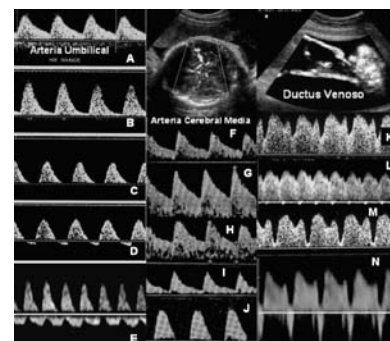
Deterioro hemodinámico del feto por ultrasonografía Doppler de la arteria umbilical, la arteria cerebral media y el ductus venoso.
